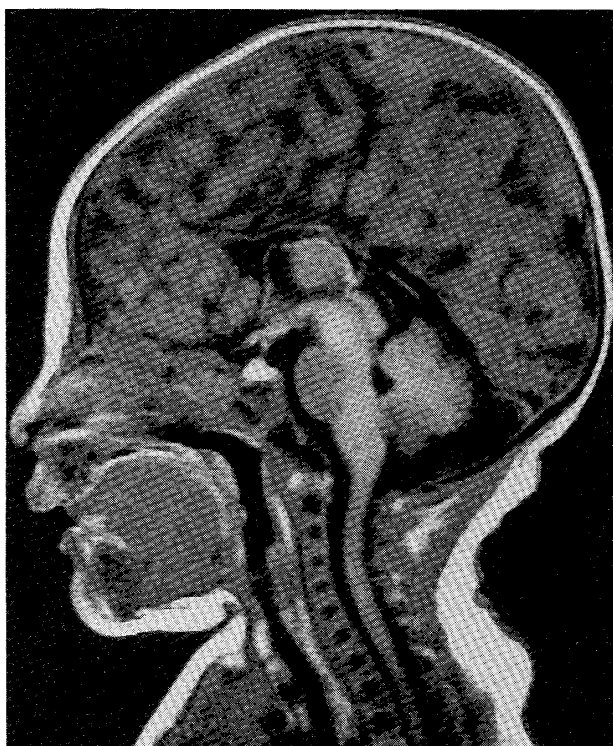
(症例4)日齢8. 頭部MRI 検査所見(T1強調).
